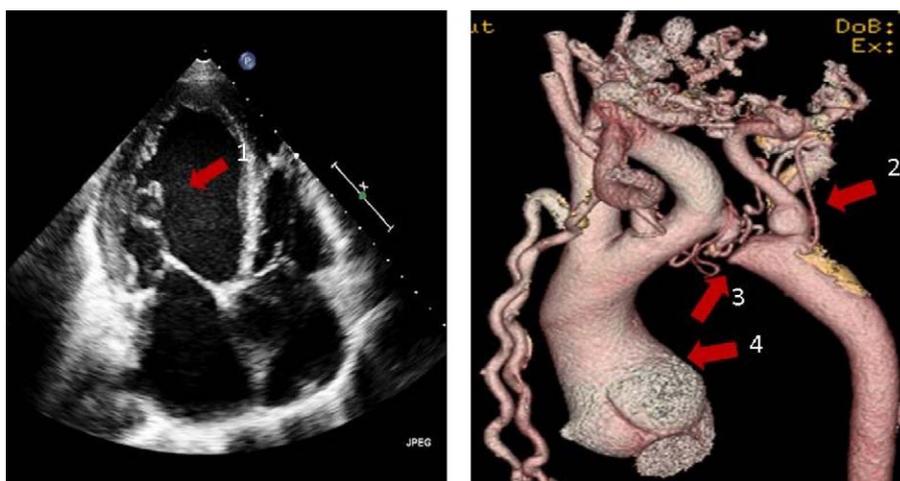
Izquierda: ecocardiograma en el que se observan imágenes lineales dentro de la cavidad ventricular izquierda que corresponden a cuerdas mitrales muy elongadas (1). Derecha: tomografía computarizada aórtica en la que se observa una llamativa circulación colateral (2), imagen de interrupción aórtica (3) y dilatación de la raíz aórtica (4).
